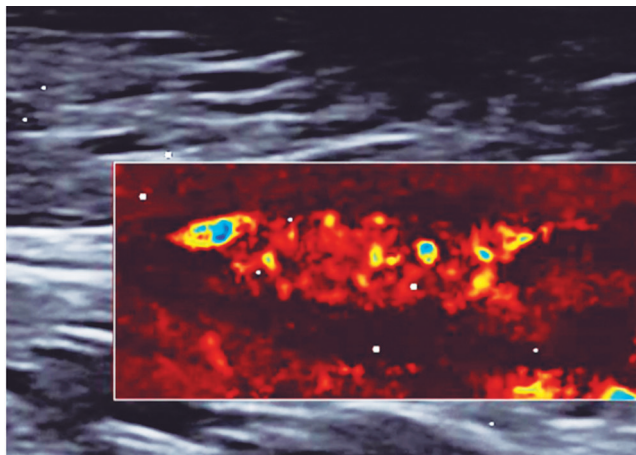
El nódulo altamente vascularizado con Doppler color con software microvascular.
